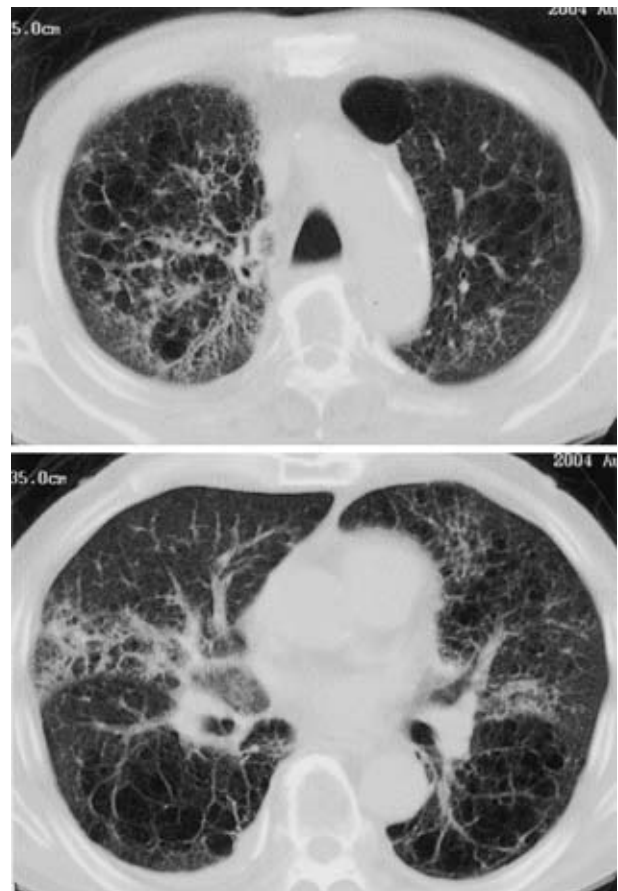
Chest CT on August, 2004. Chest CT image showing diffuse light interstitial infiltrates.
